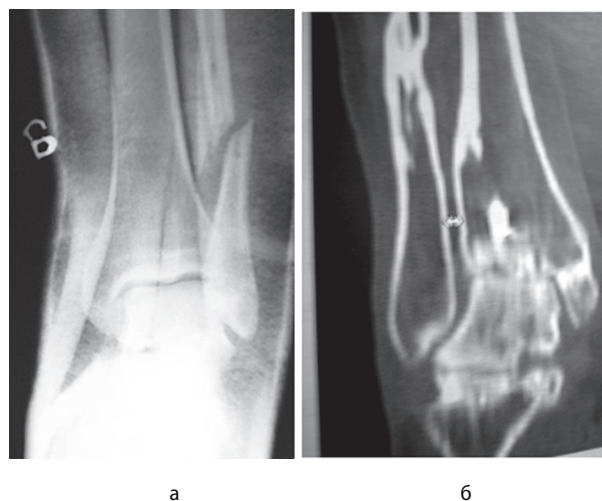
Рентгенограммы (а), спиральная КТ (б) голеностопного сустава больной М., 42 лет (пояснения в тексте)
